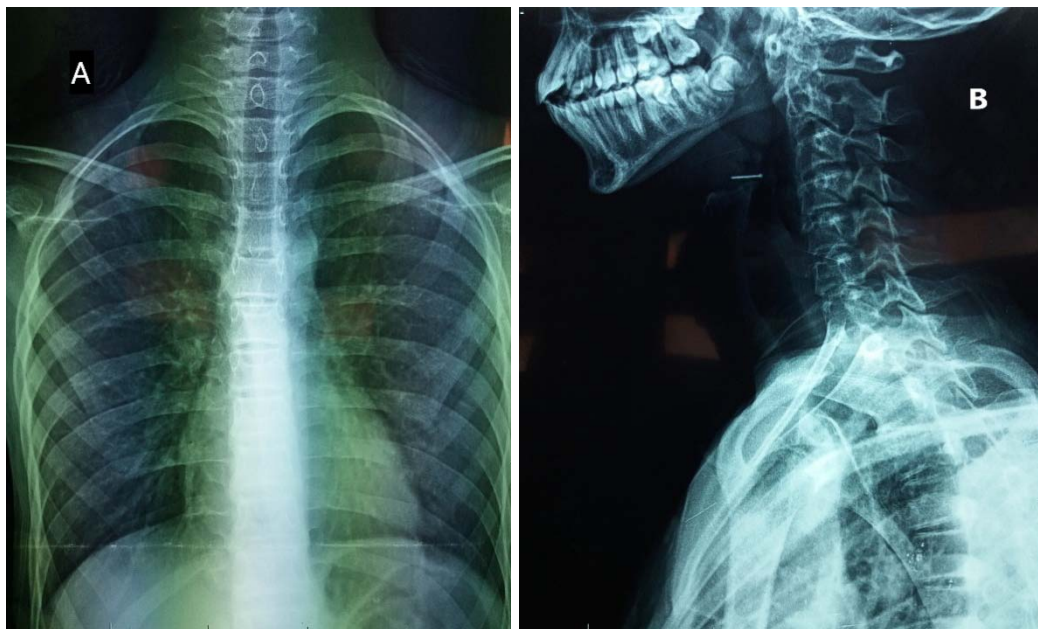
Une aiguille dans l'hypopharynx d'un garçon de 13 ans qui s'est présenté avec dysphagie et odynophagie. Non visible sur la radiographie frontale (A) du thorax. La radiographie cervicale latérale (B) montre un objet tubulaire tranchant radio-opaque.
